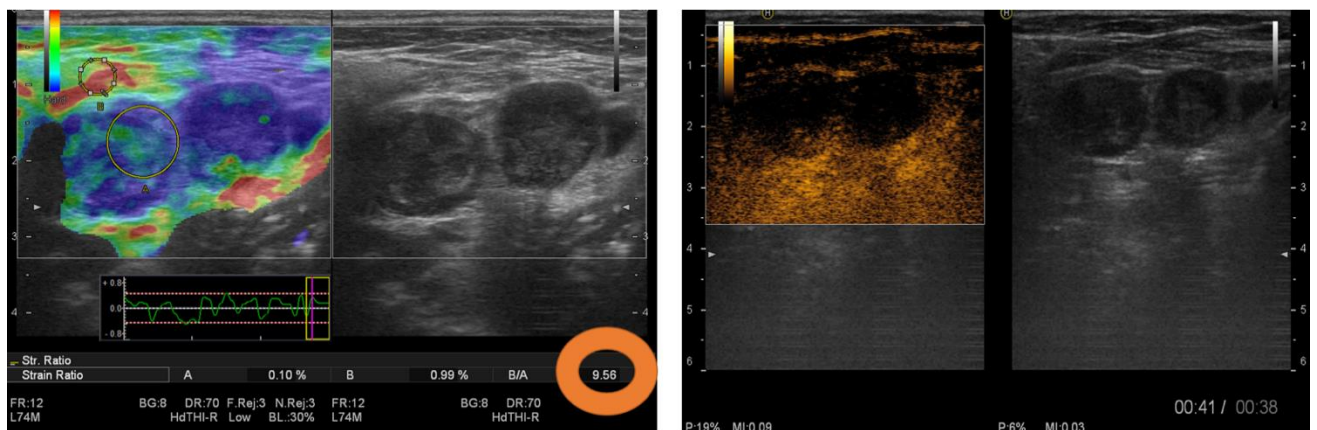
Метастатическое поражение лимфатических узлов при плоскоклеточном раке гортани. Эластография + контрастное усиление (КУ) – УЗИ
